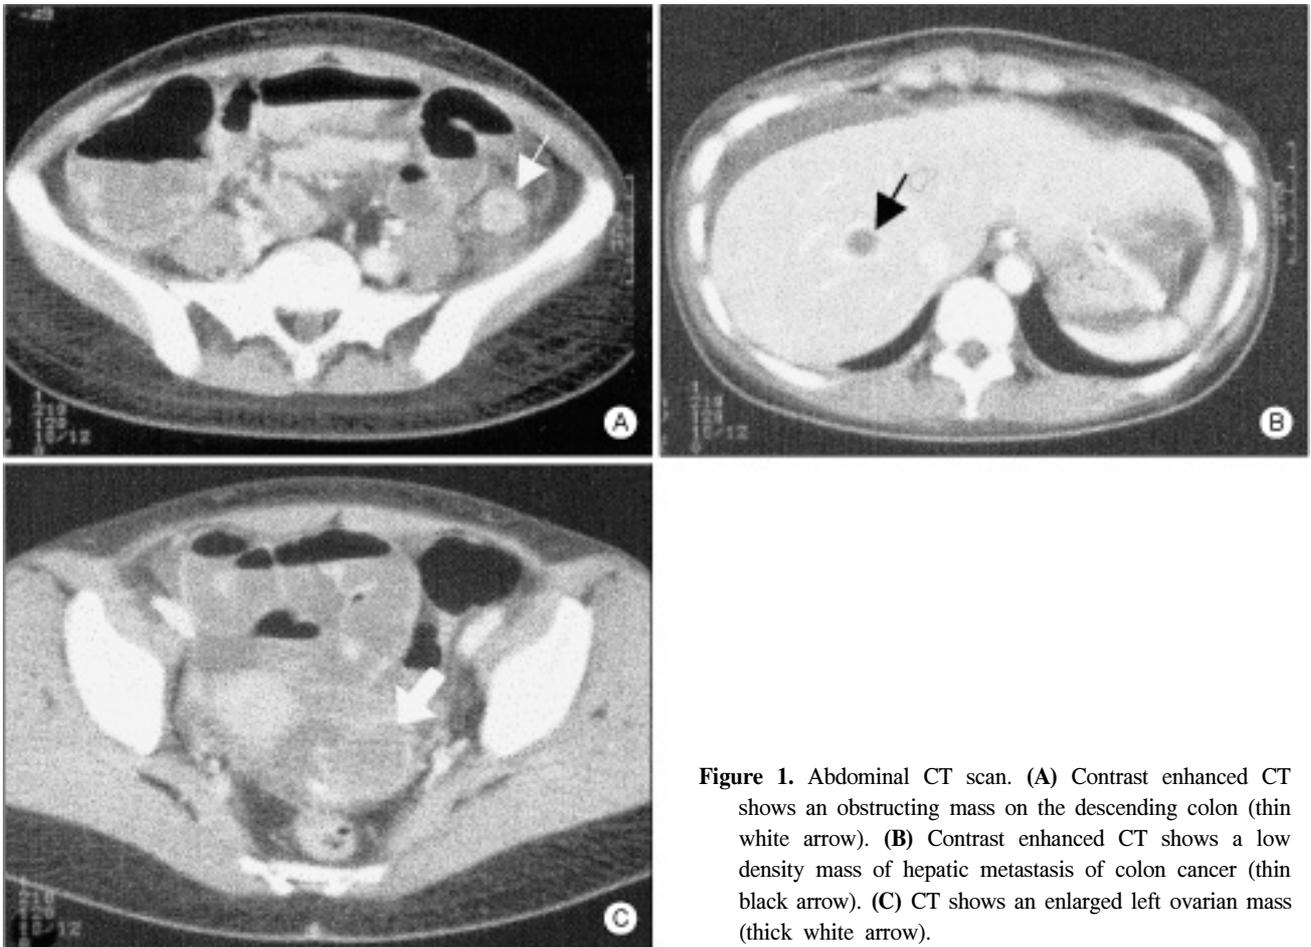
Abdominal CT scan. (A) Contrast enhanced CT shows an obstructing mass on the descending colon (thin white arrow). (B) Contrast enhanced CT shows a low density mass of hepatic metastasis of colon cancer (thin black arrow). (C) CT shows an enlarged left ovarian mass (thick white arrow).
